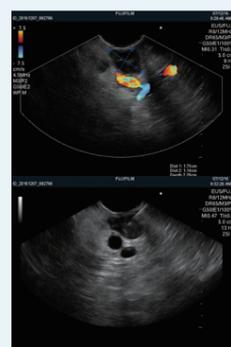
超声内镜于胰腺体部探及该低回声病灶，多普勒引导下细针穿刺
